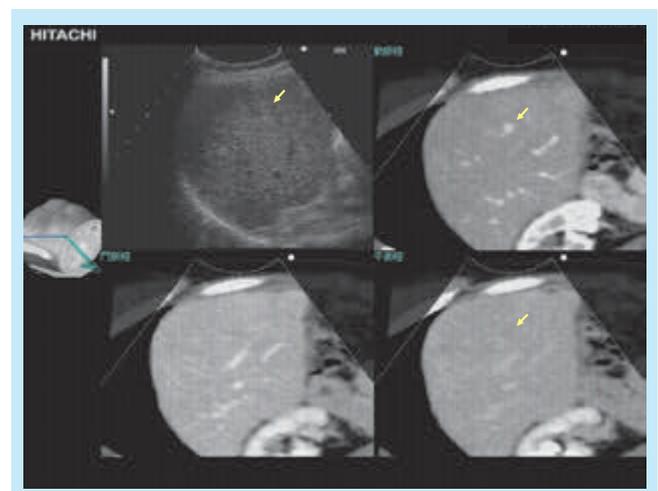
径7mmの肝細胞癌(矢印)に対するMulti-phase型RVS¹⁰⁾左上が超音波像、右上がCTの動脈相、左下が門脈相、右下が平衡相。RVS施行前の超音波検査では、腫瘍を検出できなかった。(参考文献10より転載)
